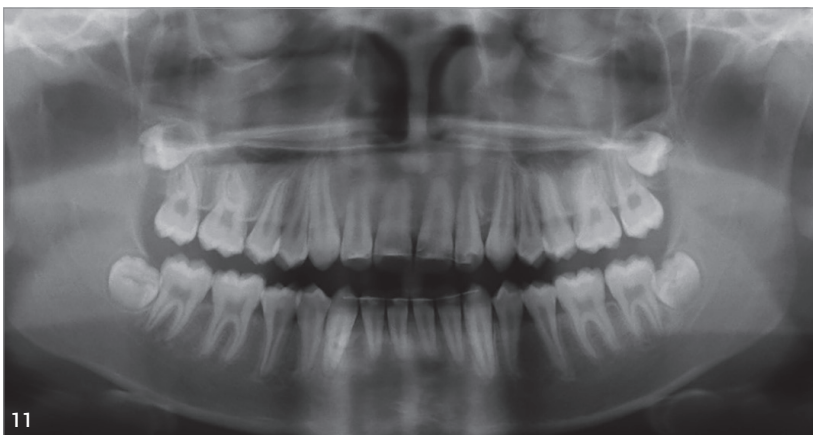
Das Orthopantomogramm nach Behandlungsabschluss zeigt vollständig ausgebildete Apizes der Eckzähne. Abb. 12a und b: Zufriedenes Lächeln des Patienten nach Behandlungsabschluss.
